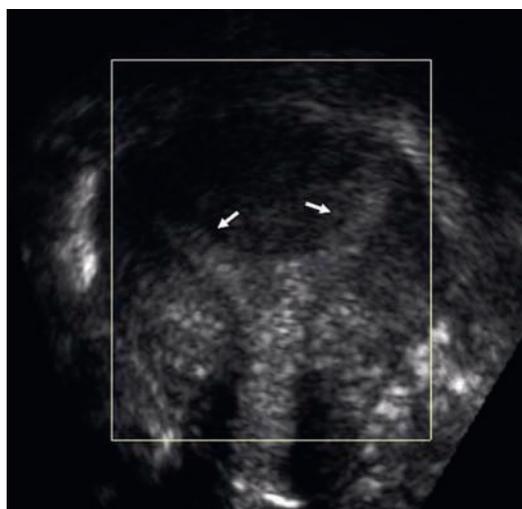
Utero bicornue. L'immagine ecografica 3D mostra la doppia stria endometriale (freccie) con collo unico
